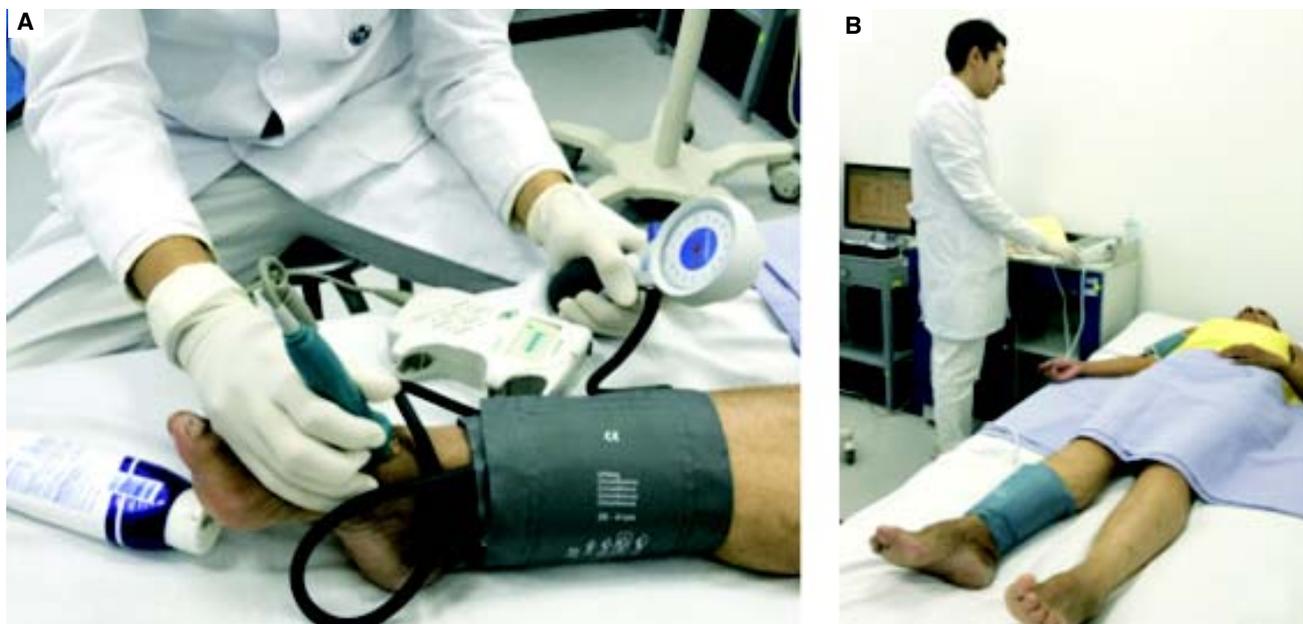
A. Toma de ITB con Doppler lineal y esfigmomanómetro. B. Toma de ITB con medidor automático.
